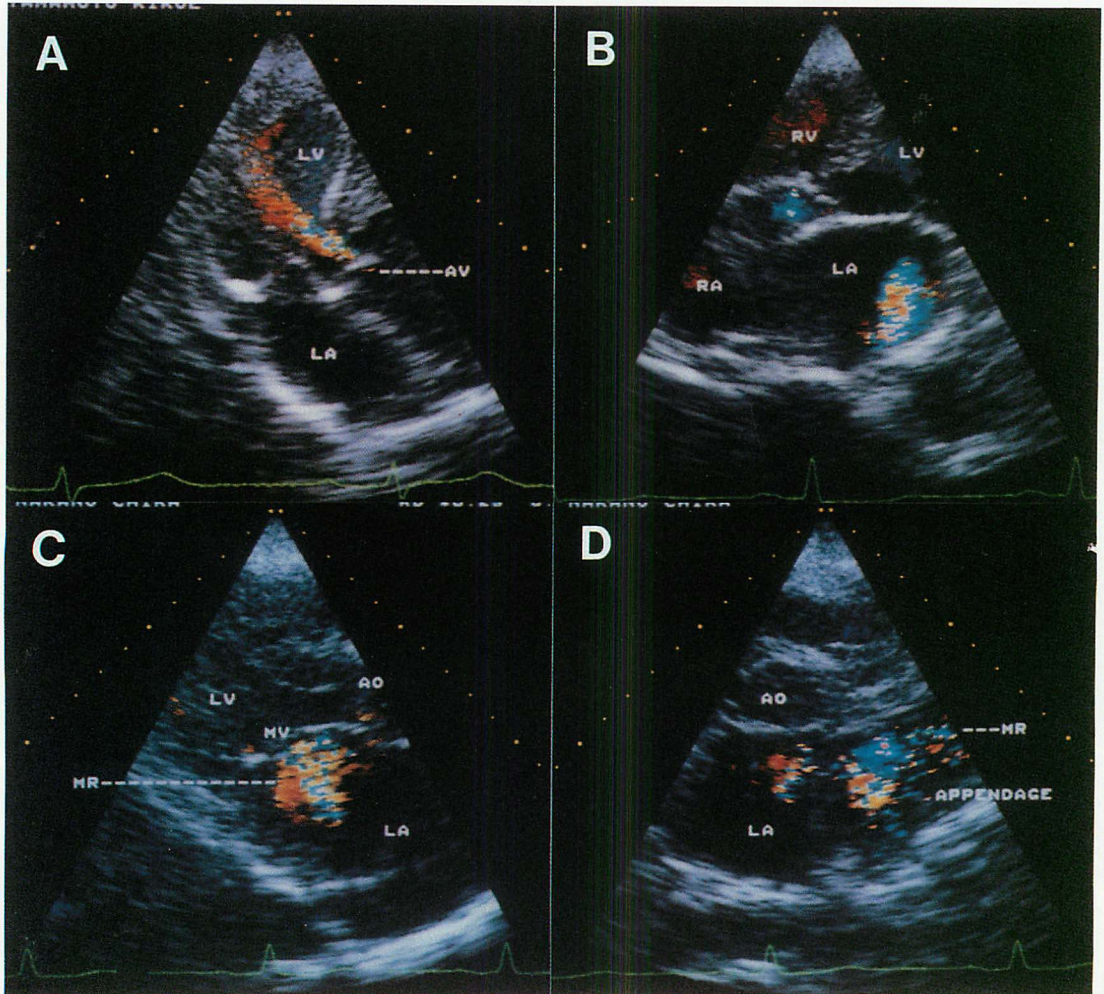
Two-dimensional Doppler flow images of Cases 1, 2 and 3.
